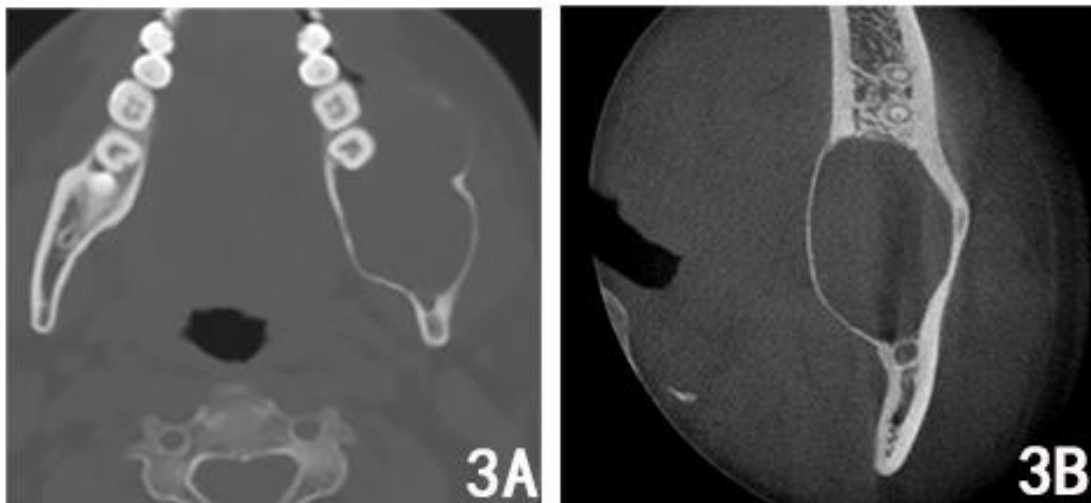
Tomografía de un ameloblastoma. Nótese la expansión de las corticales mandibulares hacia bucal y lingual.¹⁹
